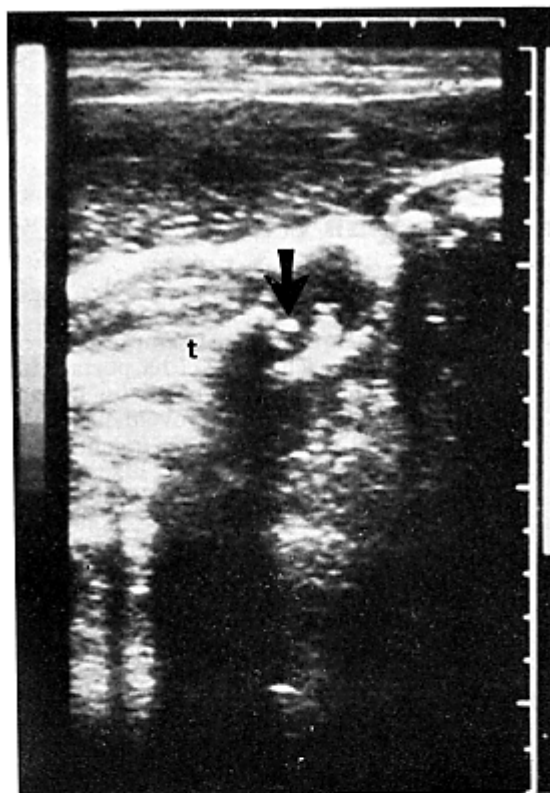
Immagine ecografica del centro di ossificazione prossimale della tibia (freccia) alla 38ª settimana di gestazione; con t è indicata la tibia.
